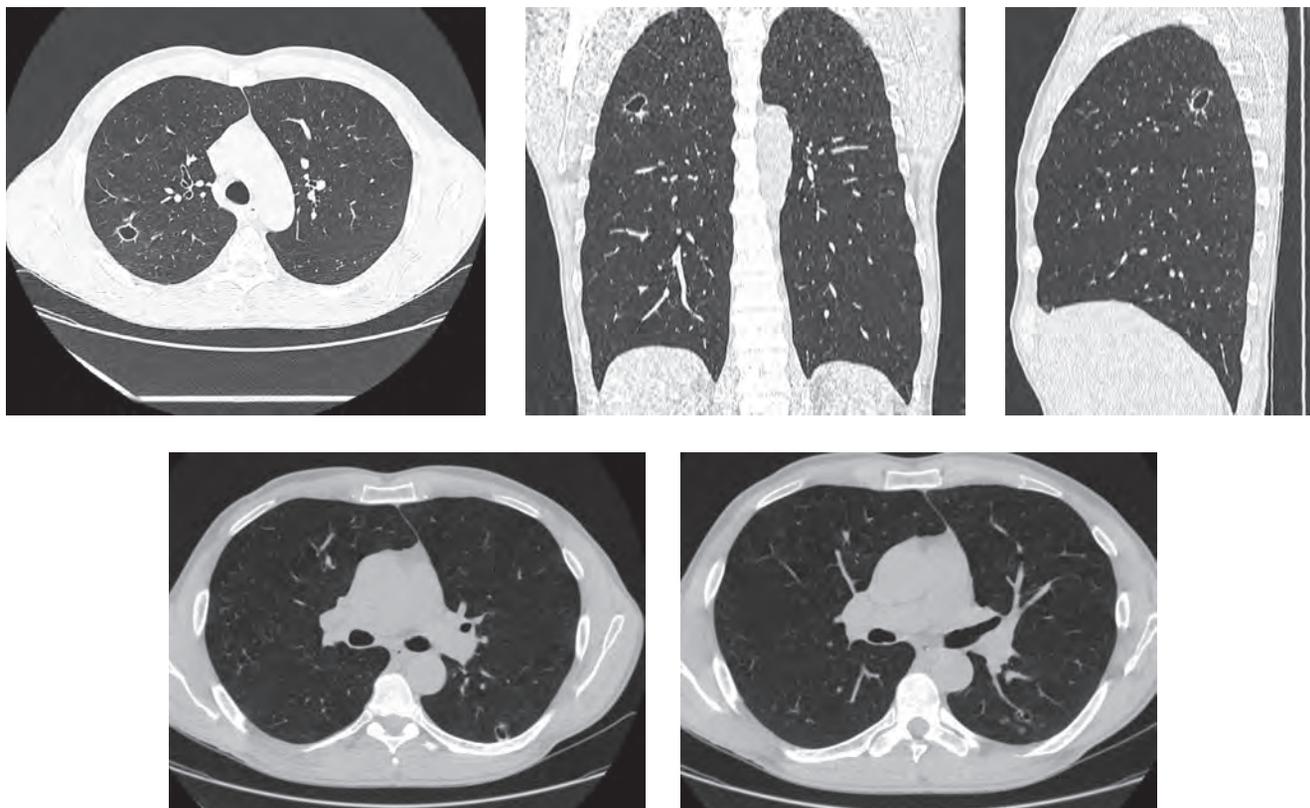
Компьютерные томограммы пациента К. в легочном окне в аксиальной проекции и MPR. Пояснения в тексте
